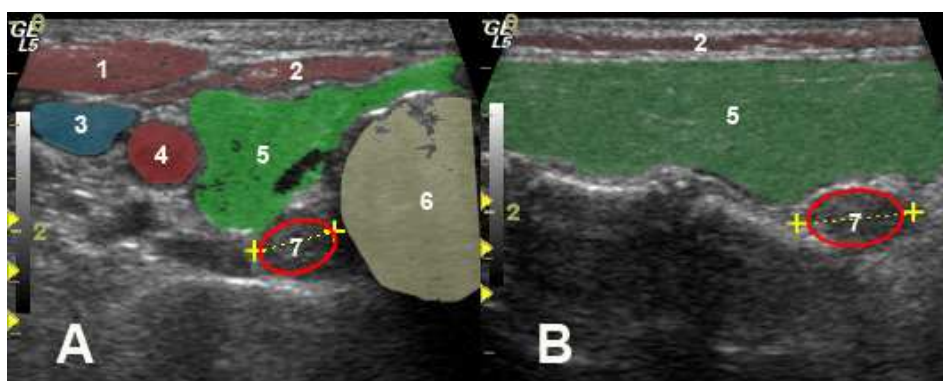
Ecografía paratiroidea. A: Corte transversal. B Corte longitudinal. 1: ECM. 2 Musculatura pretiroidea. 3 Vena yugular. 4 Arteria carótida. 5 Glándula tiroides. 6 Tráquea. 7 Adenoma.
